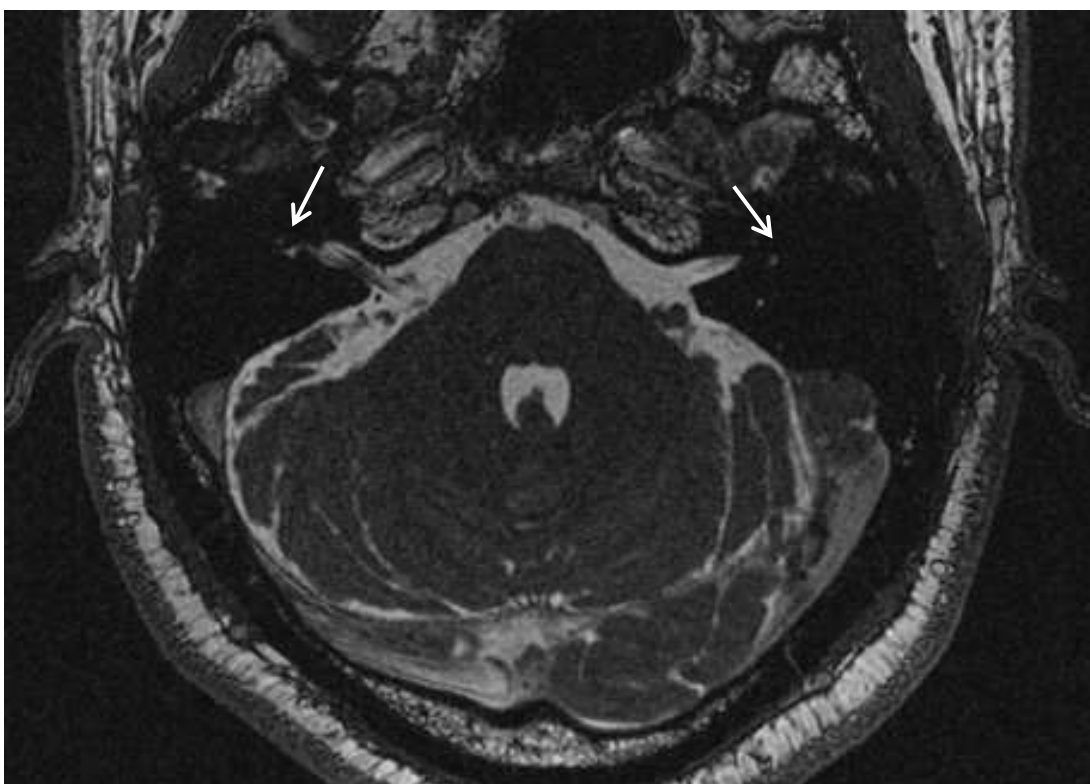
Ressonância magnética do mesmo paciente em T2 seqüência FIESTA, corte axial. Setas: Ausência de sinal intracoclear bilateral, compreendendo ossificação total dos giros cocleares
